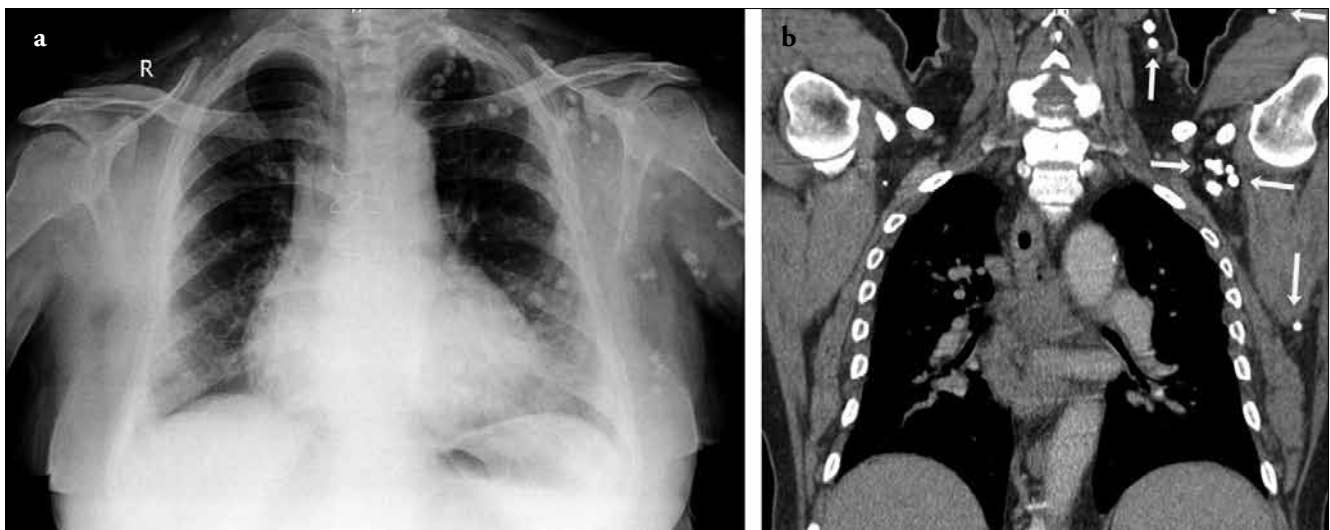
Chest radiograph (a) demonstrates multiple coarse calcifications indicative of phleboliths superimposed on the ipsilateral neck, axilla, scapular region, hemithorax, and proximal upper extremity, and a few phleboliths on the right side of the neck. Chest CT (b) shows multiple soft tissue phleboliths (arrows)
